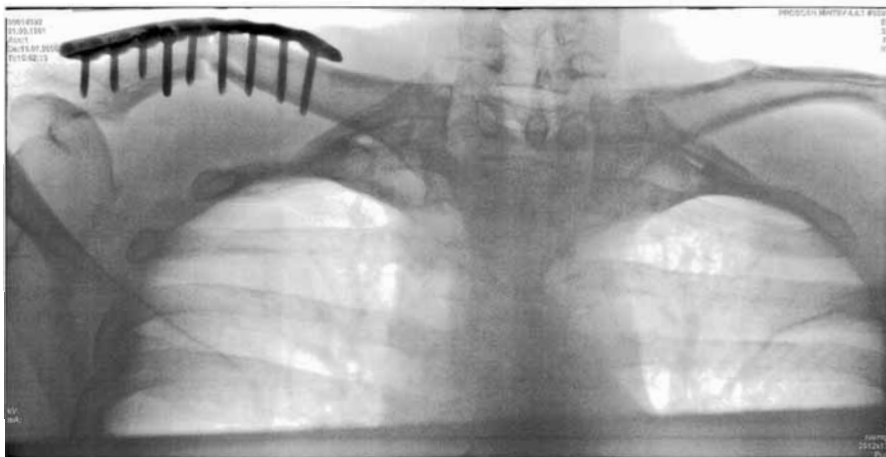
Röntgen post-operativ
